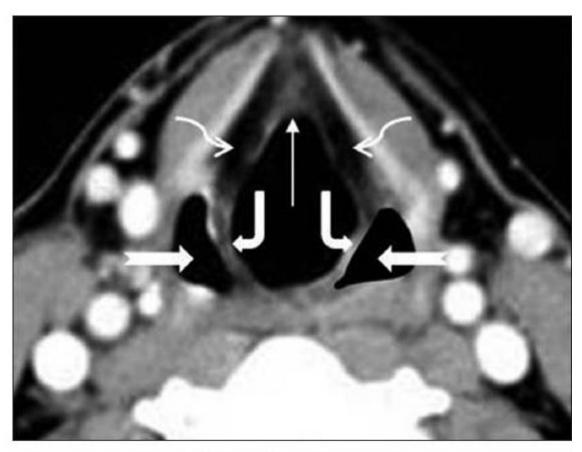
Normal anatomy of larynx on axial contrast CT images – supraglottis. The stem of the epiglottis is seen attaching to the inner surface of the thyroid cartilage in the midline (thin arrow). The aryepiglottic folds (bent thick arrows), piriform sinuses (notched arrows) and paraglottic spaces (curved elbow arrows) are seen
